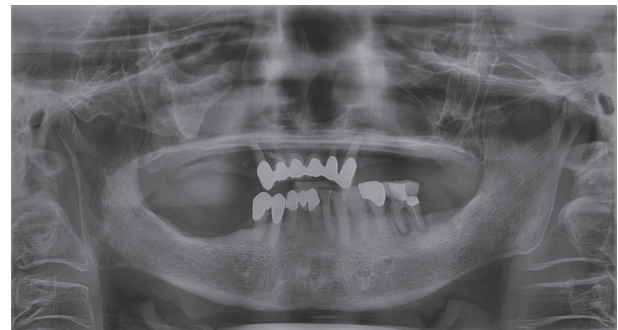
Panoramic radiograph before treatment. Furcation involvement on #36 and periapical radiolucency on #13, 22, 23, 36, and 42 were observed.
